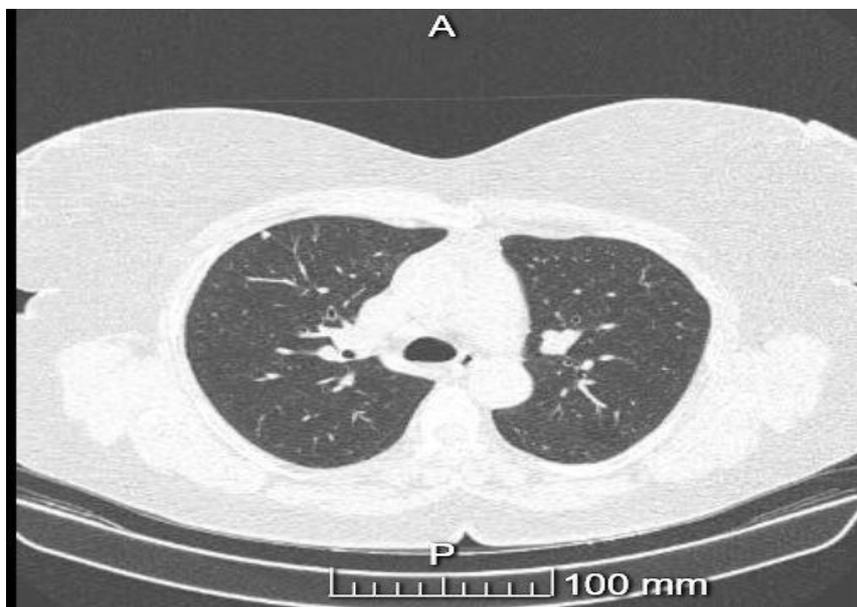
Tomografia Computorizada de Tórax realizada em Janeiro de 2018
